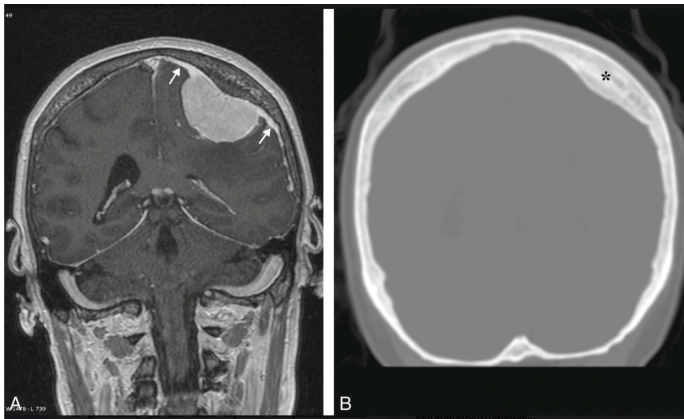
IRM d'un méningiome pariétal en coupe frontale pondérée en T1 avec injection de Gadolinium (16).
